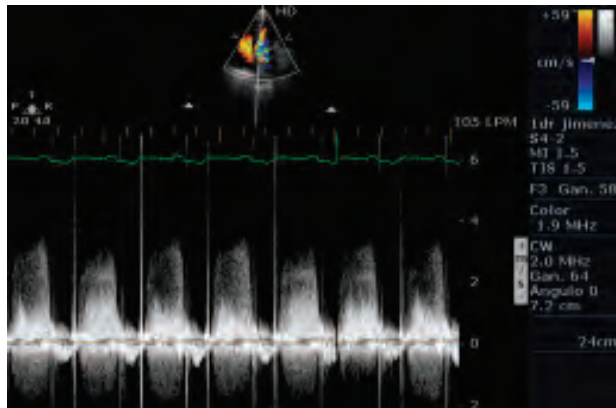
Imager Doppler continuo, paciente con prótesis mecánica mitral.
